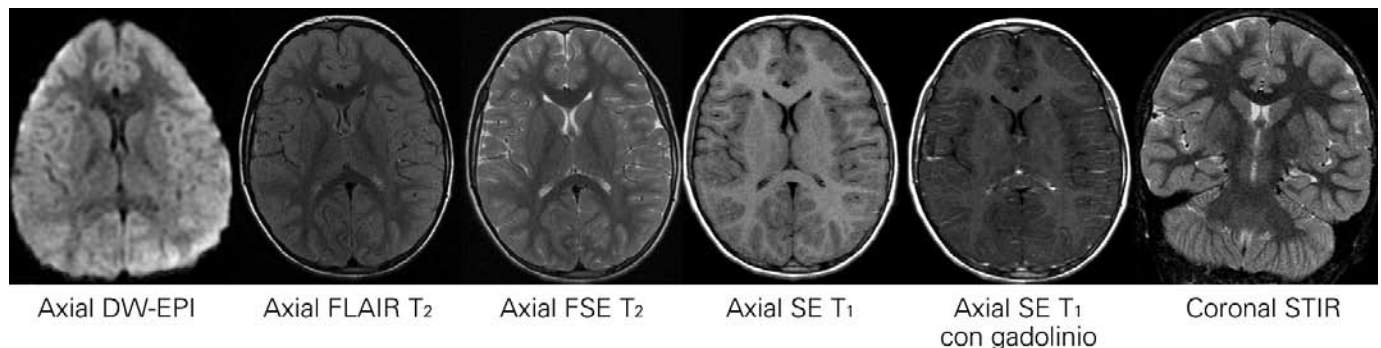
Llama la atención que la atrofia corticosubcortical revirtió de manera importante, disminuyendo la amplitud de los espacios subaracnoideos y el sistema ventricular que era visible en estudio previo (imágenes potenciadas en proyección axial FSE en T₂ y coronal en STIR). Persiste la palidez de la sustancia blanca periatrinal y los cambios de señal periventriculares frontales bilateralmente, que son visibles en las imágenes potenciadas en proyección axial en FLAIR y T₂. Hay disminución del volumen del giro hipocámpico izquierdo, que es evidente en las imágenes potenciadas STIR en proyección coronal, y con el gadolinio no se encontraron realces anormales en el encéfalo y las meninges (imágenes potenciadas en proyección axial SE en T₁).
